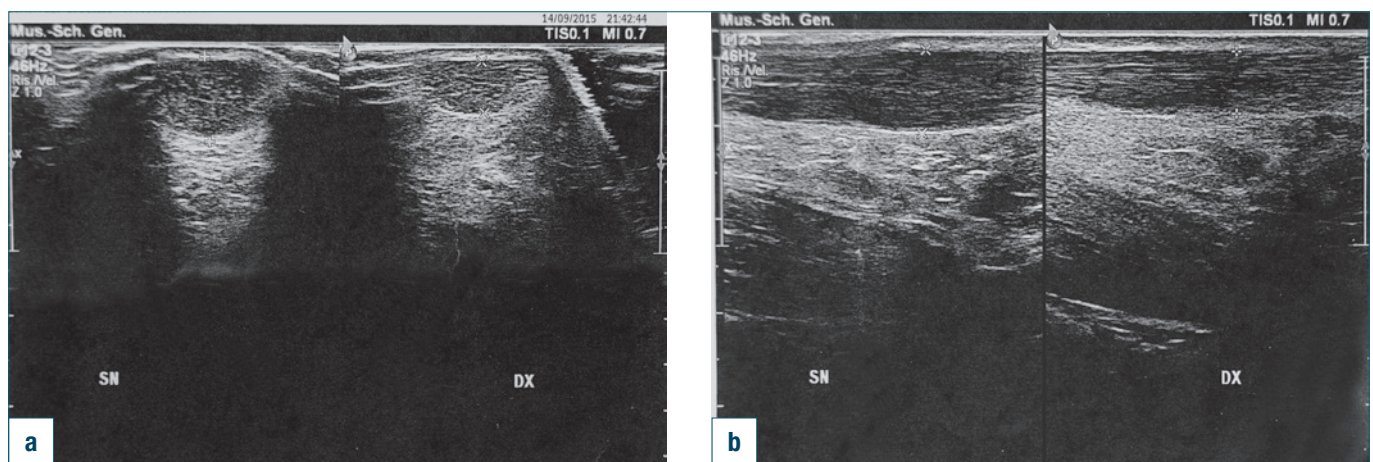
a) Ecografia pretrattamento (scansione trasversale); b) Ecografia pretrattamento (scansione longitudinale). Paziente maschio di 50 anni con dolore da tendinopatia achillea bilaterale, maggiormente a sinistra. L'ecografia mostra a sinistra spessore tendineo aumentato (9,3 mm), aspetto fusiforme con struttura ipoecogena omogenea da tendinosi con alterazioni mixoidi. A destra l'esame mostra lieve inspessimento tendineo (6,6 mm), aspetto fusiforme con lieve ipoecogenicità.
